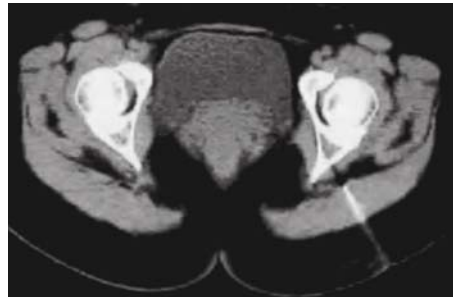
Infiltración asistida por tomografía.
